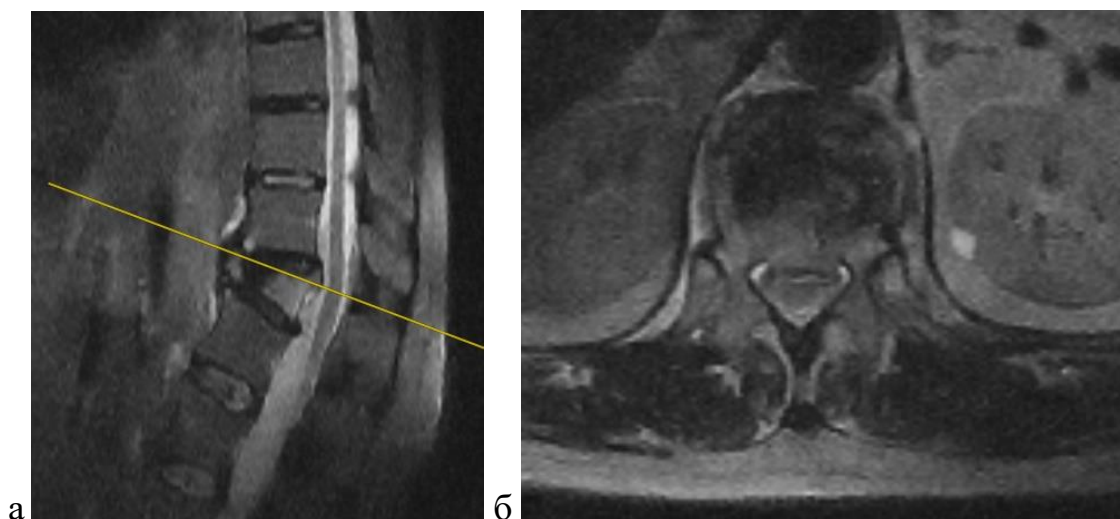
МРТ пациентки М. 68 лет до операции: а – МРТ до операции в сагиттальном срезе; б – МРТ до операции в аксиальном срезе.
